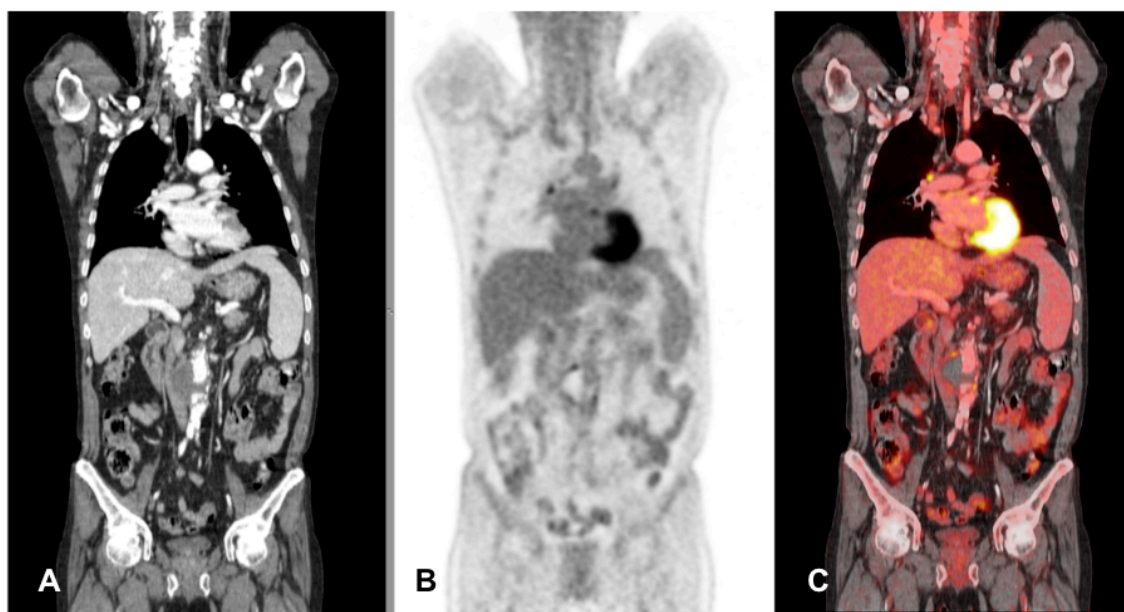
Corte coronal: A: TC.- B: PET.- C: PET-TC fusionados
